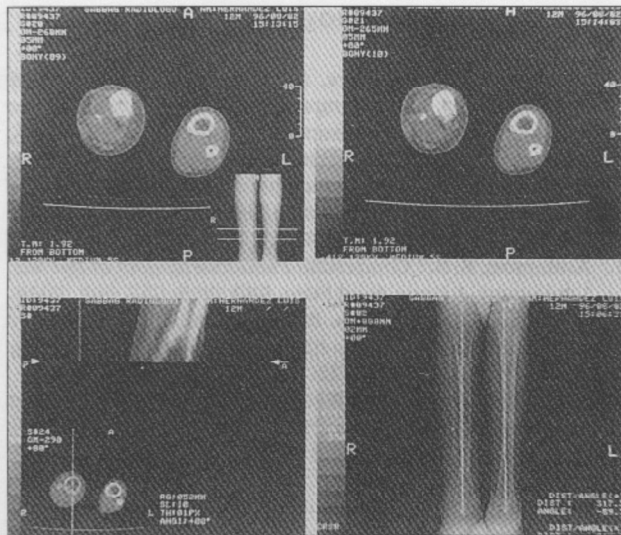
Tomografía axial computarizada a los cuatro meses de posoperado, en la que se observa consolidación y permeabilidad del canal medular.
